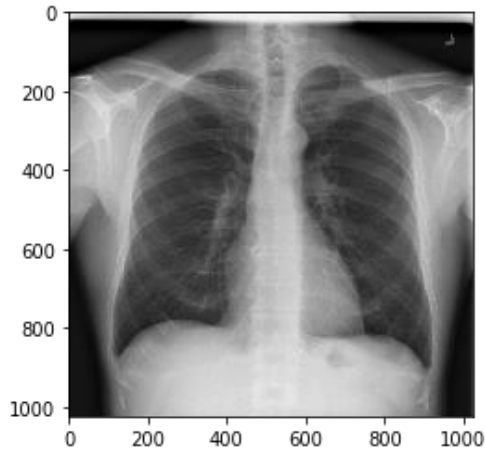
38 Ödem Tanısı İçin Röntgen Görüntüsü
